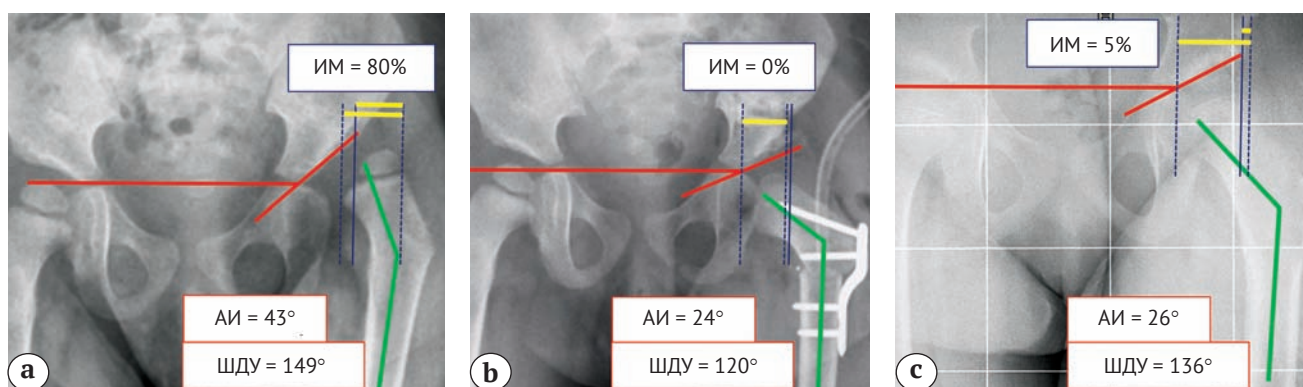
Рентгенометрические параметры таза пациента 2 лет 1 мес.: а — до операции; б — после операции; в — на последнем осмотре
